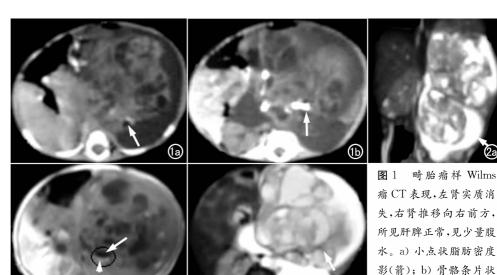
MRI 表现。a) 冠状面 T_2 WI 病变呈混杂信号,腹水高信号(箭); b) 轴面 T_1 WI,脂肪稍高信号(箭头):稍低信号为钙化(箭); c) 轴面 T_2 WI,瘤体混杂信号(箭)。
